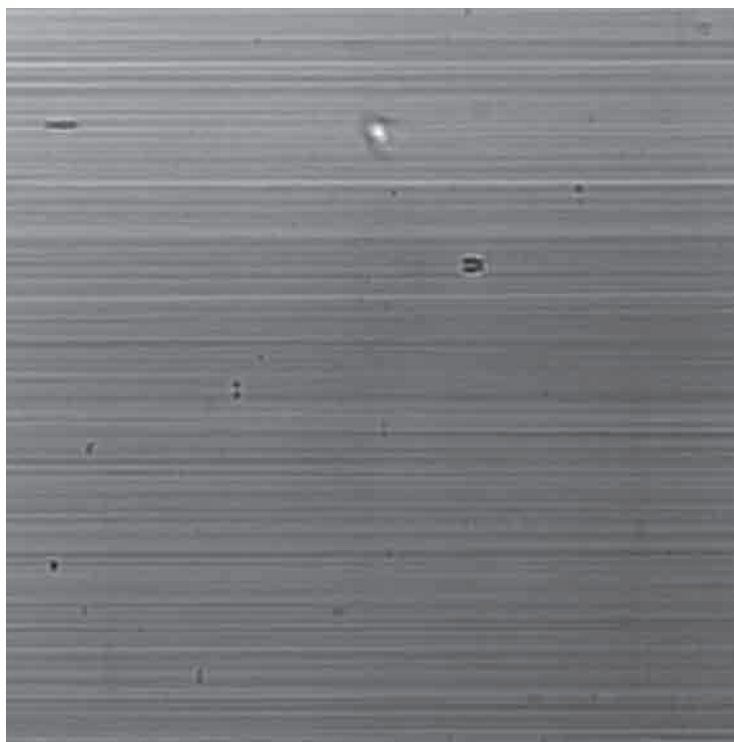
Image du faisceau obtenu après le monochromateur sur la ligne de micro tomographie ID19 de l'ESRF. Les lignes horizontales sont dues à la structure multicouche du monochromateur et les taches noires sont dues à ses défauts
